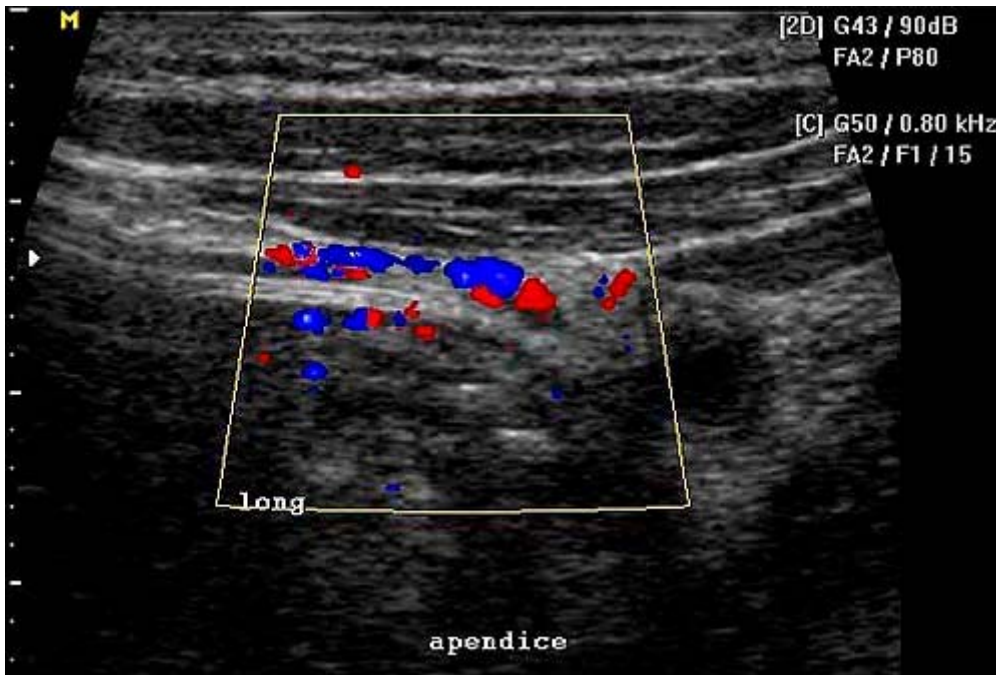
Paciente do sexo feminino, 19 anos de idade. Radiografia simples do abdome demonstra efeito de massa e borramento da linha de gordura na fossa ilíaca direita (A). A ultra-sonografia mostra apêndice com diâmetro aumentado, paredes espessadas, não compressível, apresentando calcificações no seu interior (apendicolitos) (B). O estudo com doppler colorido demonstra aumento do fluxo na parede apendicular (C).
